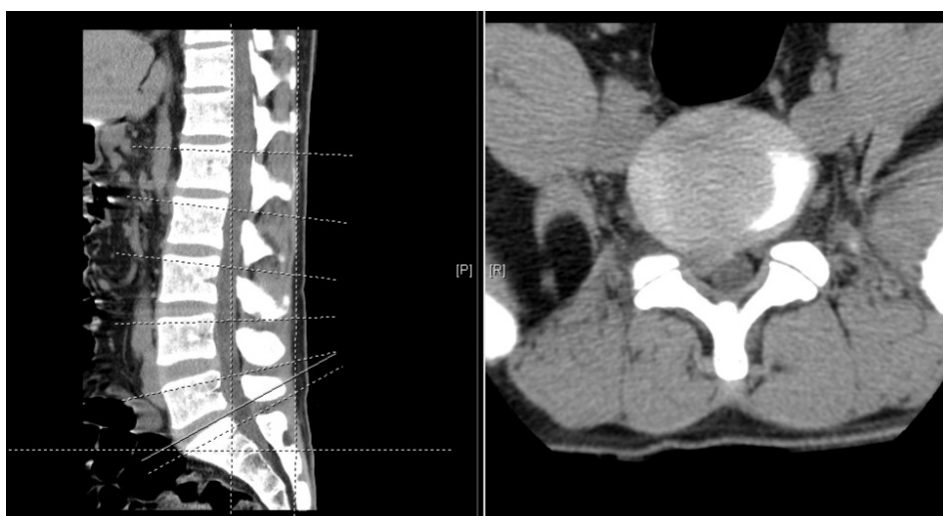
CT of L-spine non-contrast image (Axial & Sagittal view, 2016-12-24).
